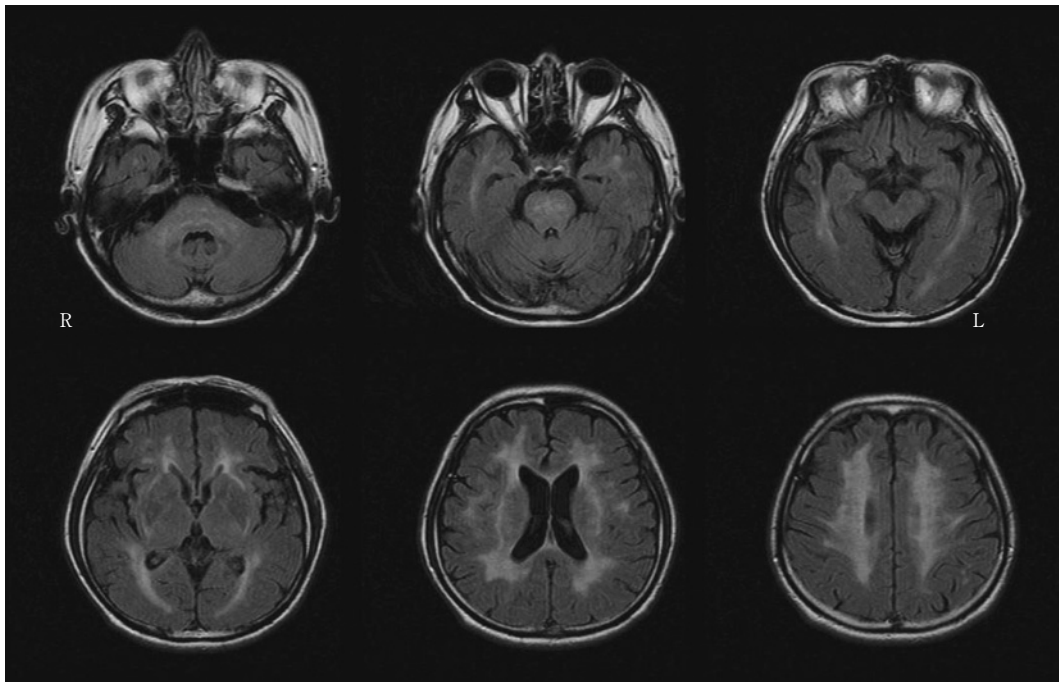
Brain MRI (FLAIR).
